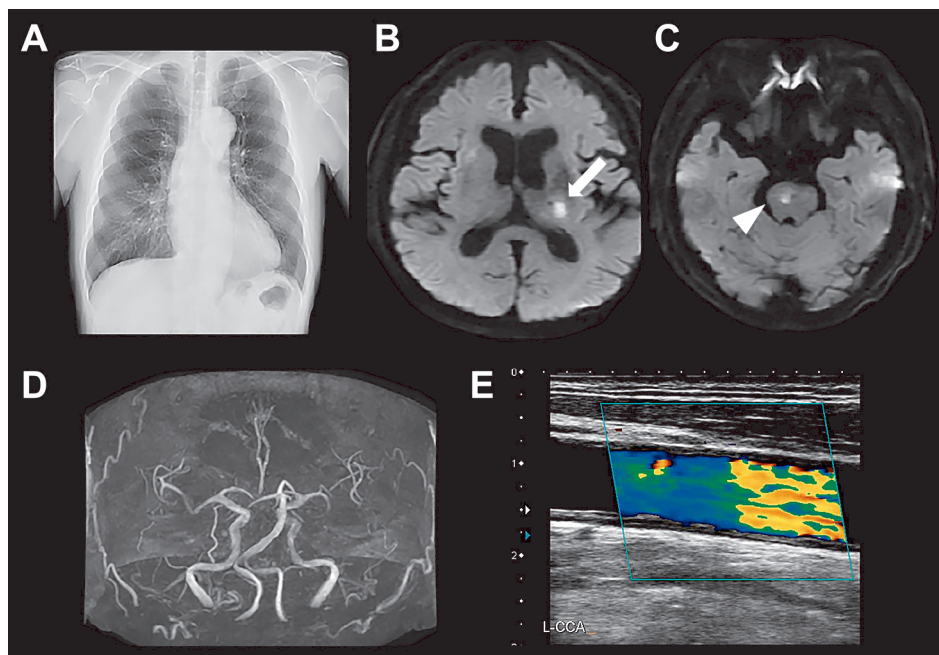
Chest X-ray study, MRI, MRA, and carotid duplex ultrasonography findings.
